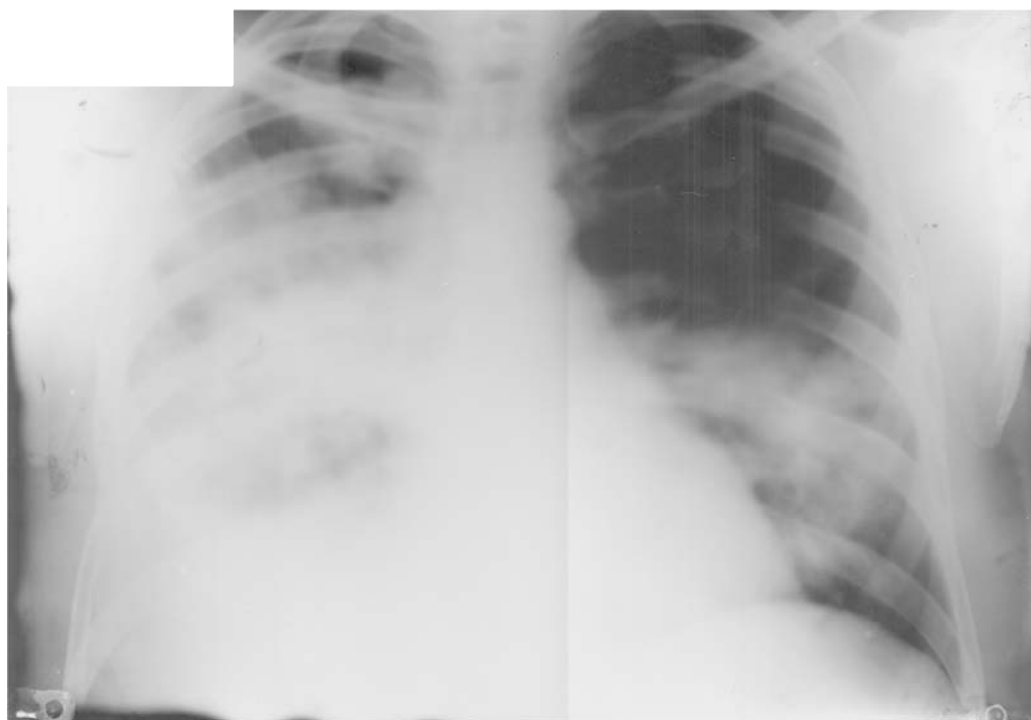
Рентгенограма грудної клітки пацієнта Р. від 22.03.2011 р. Патологічні симптоми збільшилися. У правій легені на всій довжині зниження пневматизації через зливну, інтенсивного характеру інфільтрацію. В нижній частці лівої легені масивне інфільтративного характеру затемнення, тобто наявна двобічна пневмонія.
